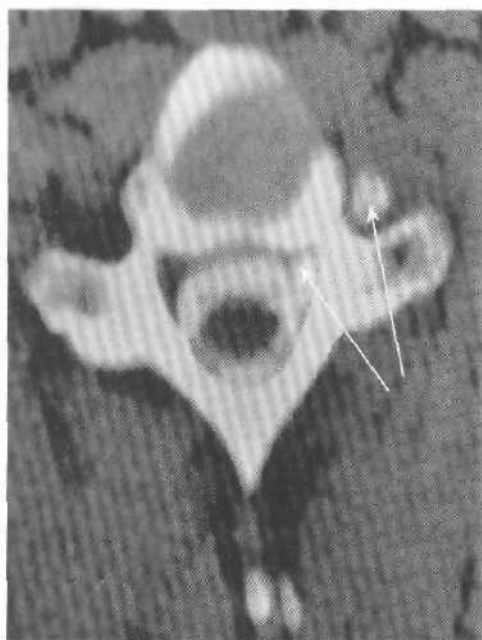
КТ-миелограмма. Псевдоменингоцеле (стрелки).
